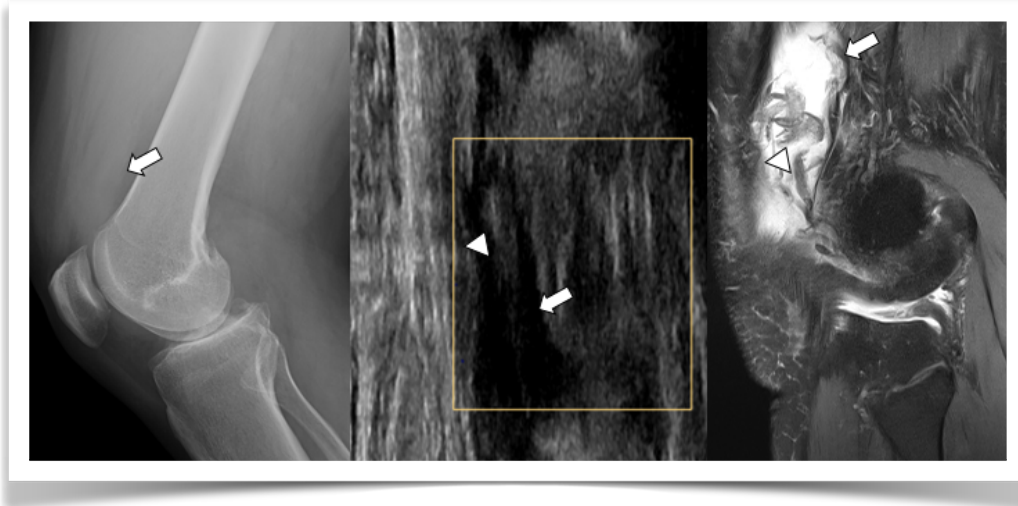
Derrame-sinovitis articular. Rx lateral, US y RM secuencia sagital DP con supresión grasa. En Rx se observa aumento de densidad en receso subcuadricepsal, En US: anecogénico con debris ecogénico y en RM líquido de alta señal (flechas) con debris de baja señal en su espesor (cabezas de flecha).
